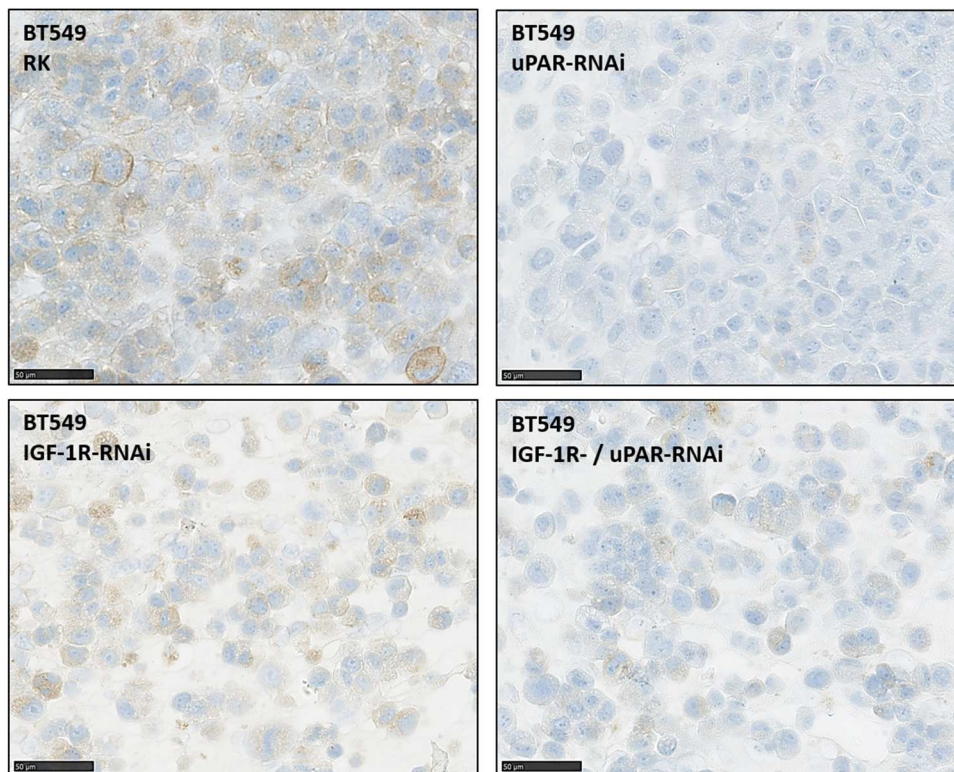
Reduzierte Expression von uPAR in BT549-Zellen nach uPAR- und kombinierter uPAR- und IGF-1R-RNAi
